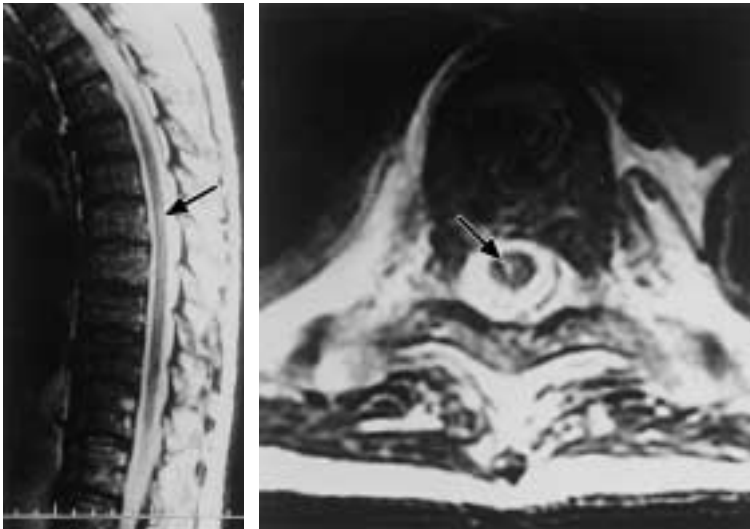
(A) (B) Postoperative MRI T2-weighted image demonstrated a high signal area (arrow) suggestive of spinal ischemia in the anterior region of the spinal cord.
